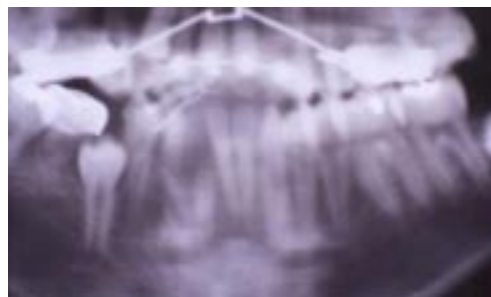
Preoperative panoramic radiograph showing a well-defined radiolucency with a tooth and radiopaque structures inside.
